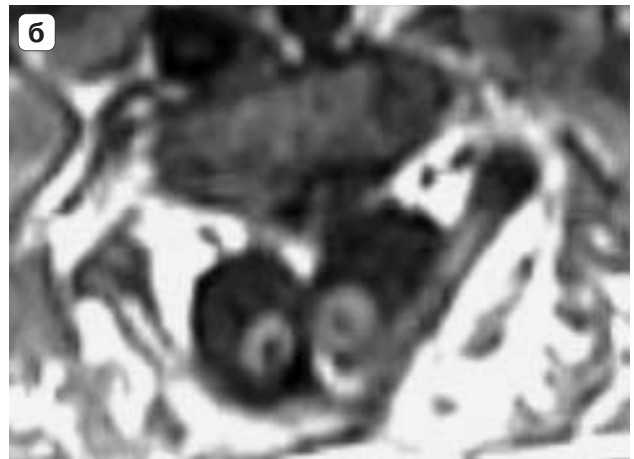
Пациент Я., 1994 г.р. Состояние после репластики врожденной спинномозговой грыжи пояснично-крестцового отдела (3 нед после операции). Отек тканей на уровне оперативного вмешательства затрудняет МРТ-определение эффективности репластики. УЗИ позволяет не только определить отсутствие спаек на уровне операции, но и подтвердить эффективность миелорадикулолиза путем определения подвижности спинного мозга.*
